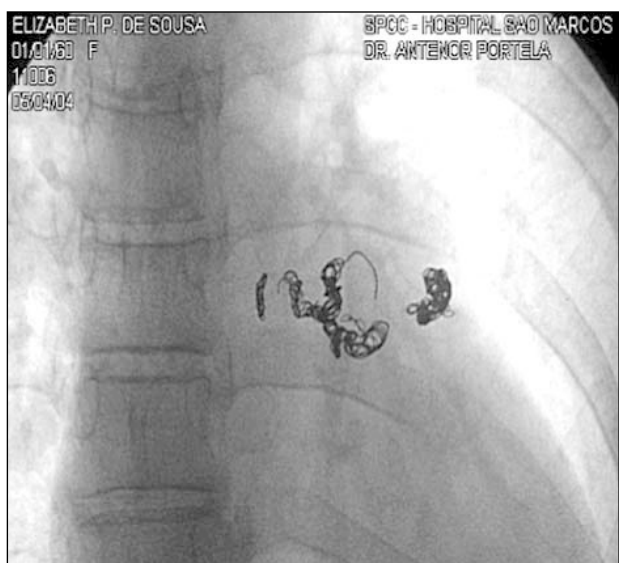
Radiografia tórax am PA. Micro-molas implantadas.
